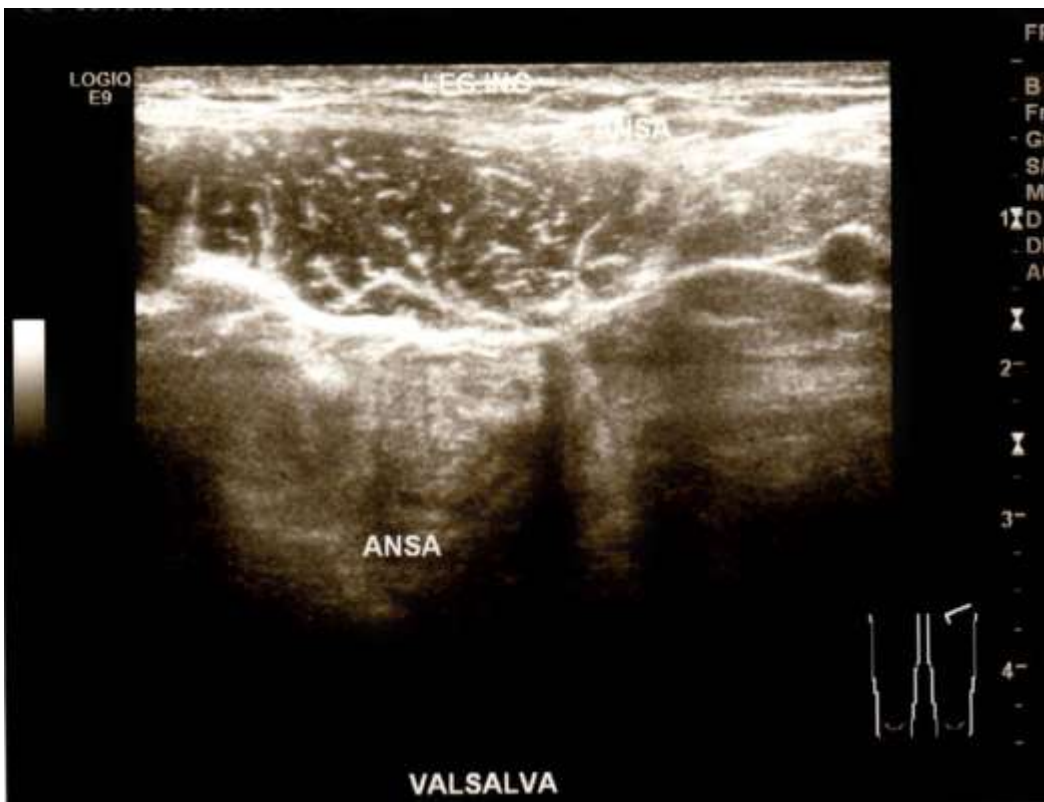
(riquadro A,B e C): ecografia inguinale destra da cui si evince un'ansa intestinale maggiormente protrudente che si insinua al di sotto del legamento inguinale per circa 2 cm di lunghezza, diretta verso la zona debole.
